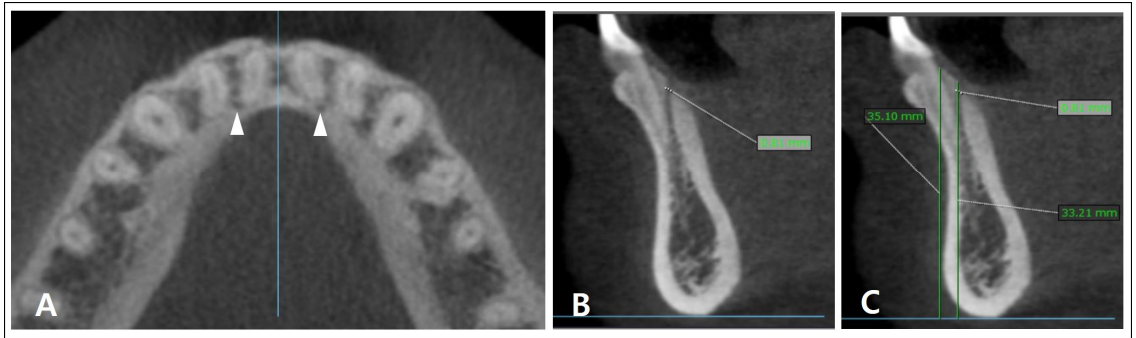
Cone beam computed tomography (CBCT) images of the interalveolar foramen. A. The interalveolar foramina (arrowheads) located bilaterally in the axial plane. B. The diameter of the interalveolar foramen was measured at the point where the canal starts within the orifice of the interalveolar foramen in the sagittal plane using 3D imaging analysis software. C. The vertical distance to upper margin of the interalveolar foramen and the height to alveolar crest of the mandible from the inferior border of the mandible were also measured.
